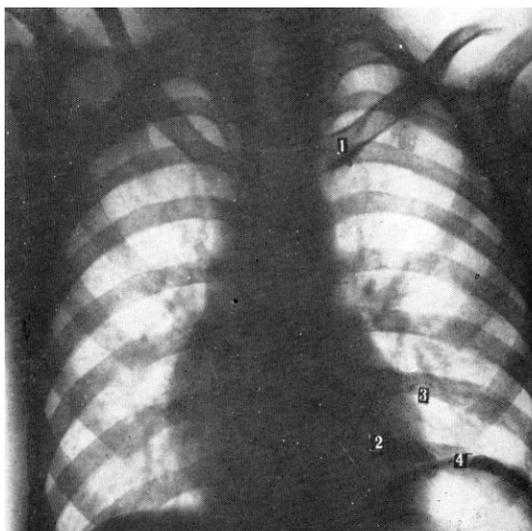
Рентгенограма грудної клітки у передній прямій проєкції (дитина 3-х років):
